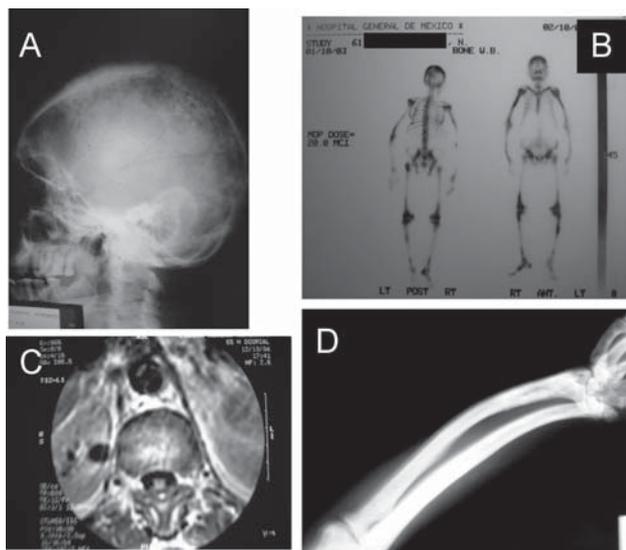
A) Radiografía lateral del cráneo con engrosamiento de la bóveda e imágenes en "motas de algodón". B) Gammagrafía con aumento de la captación del radiomarcador en el cráneo, los huesos largos y la columna. C) RMN de columna lumbar con osteofitos que comprimen las raíces lumbares L1 y L2 y lesiones escleróticas en cuerpos vertebrales. D) Engrosamiento trabecular con ensanchamiento y deformidad del cúbito y radio.
